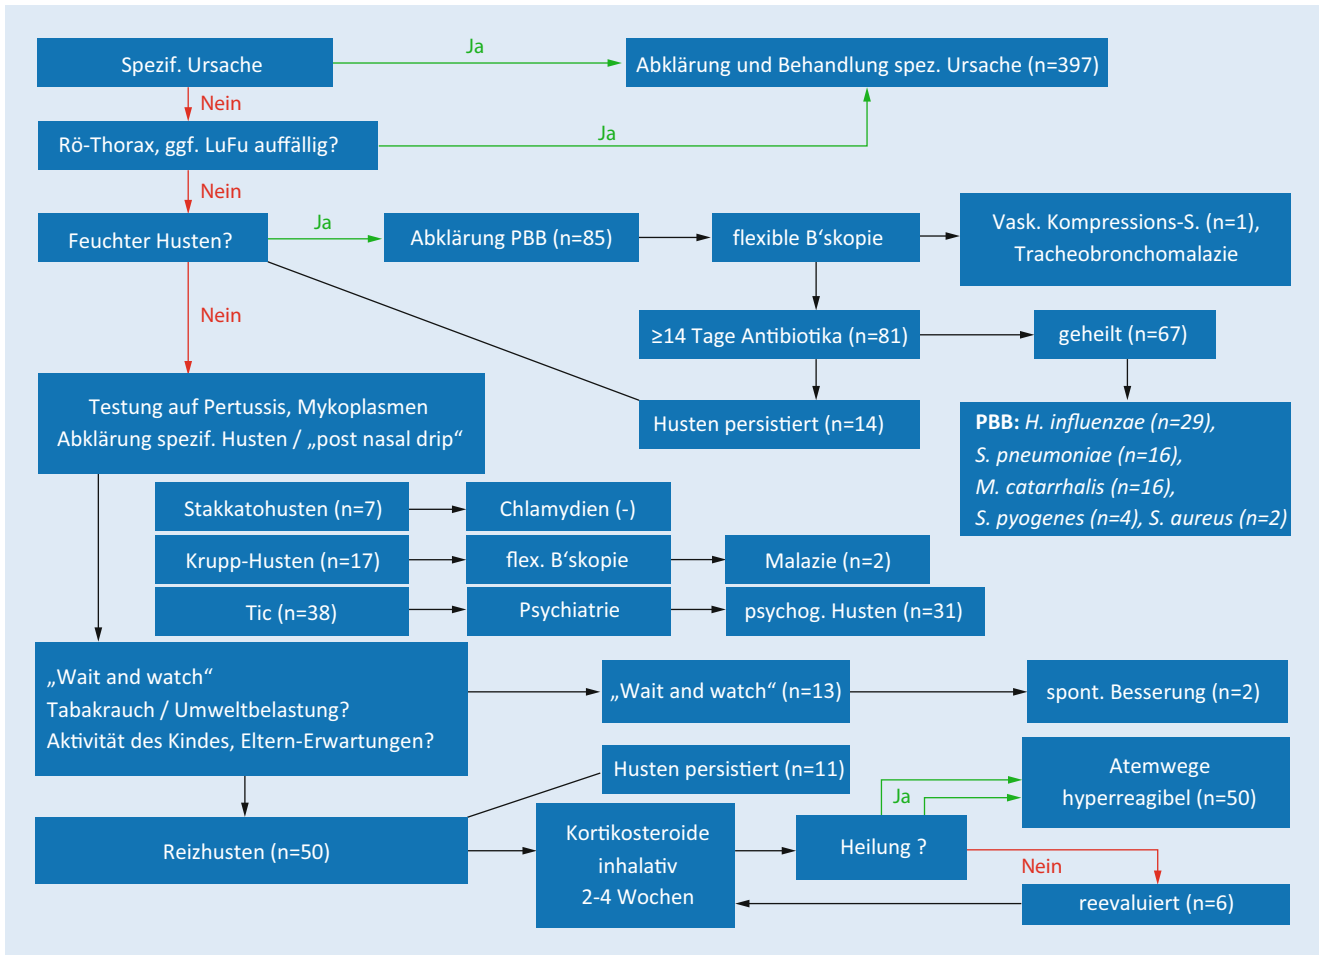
▲ Vorgehensweise und Ergebnisse bei 563 Kindern mit chronischem Husten. *PBB* protrahierte bakterielle Bronchitis, *n* Anzahl, *d* Tage, *LuFu* Lungenfunktionsuntersuchung, *B'skopie* Bronchoskopie, *spont.* spontan, *Rö Thorax* Röntgenuntersuchung der Brustorgane, *Vask. Kompressions-S.* vaskuläres Kompressionssyndrom [5]
